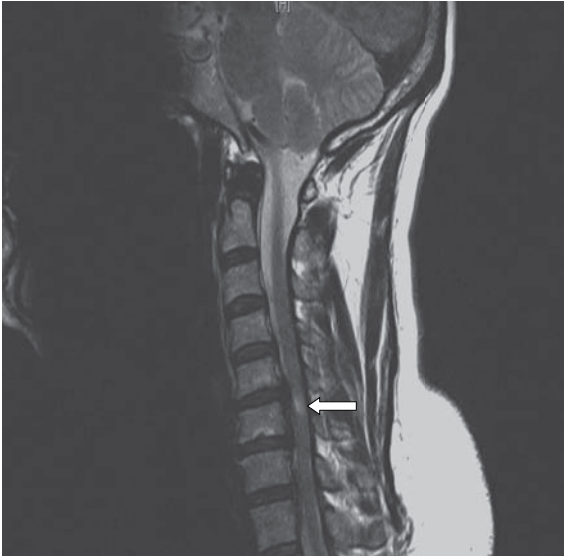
Resonancia magnética en un paciente con estenosis de la columna cervical. Proyección sagital que muestra reducción del canal espinal con cambios en la señal de la médula espinal C6 (flecha).
